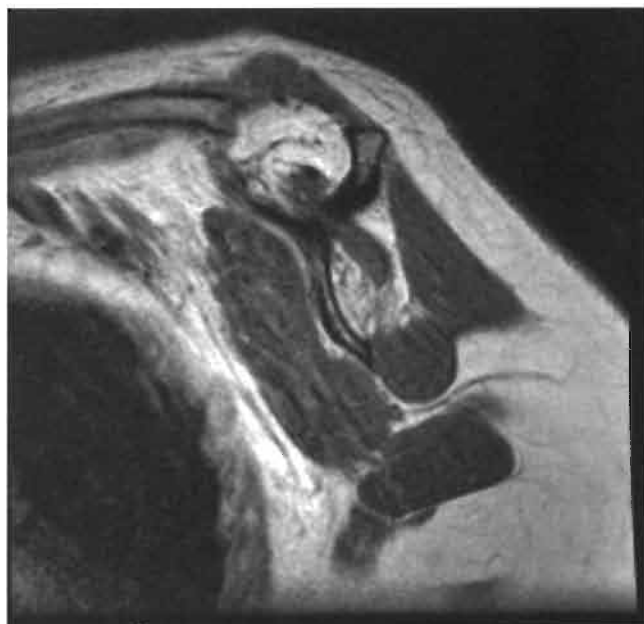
Resonancia magnética del plano sagital donde se observa infiltración grasa casi total del vientre del músculo supraespinoso.
